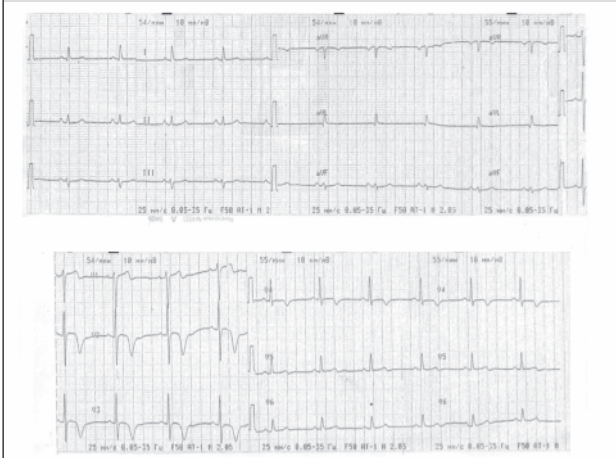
Динамика ЭКГ на фоне состоявшейся реперфузии миокарда
